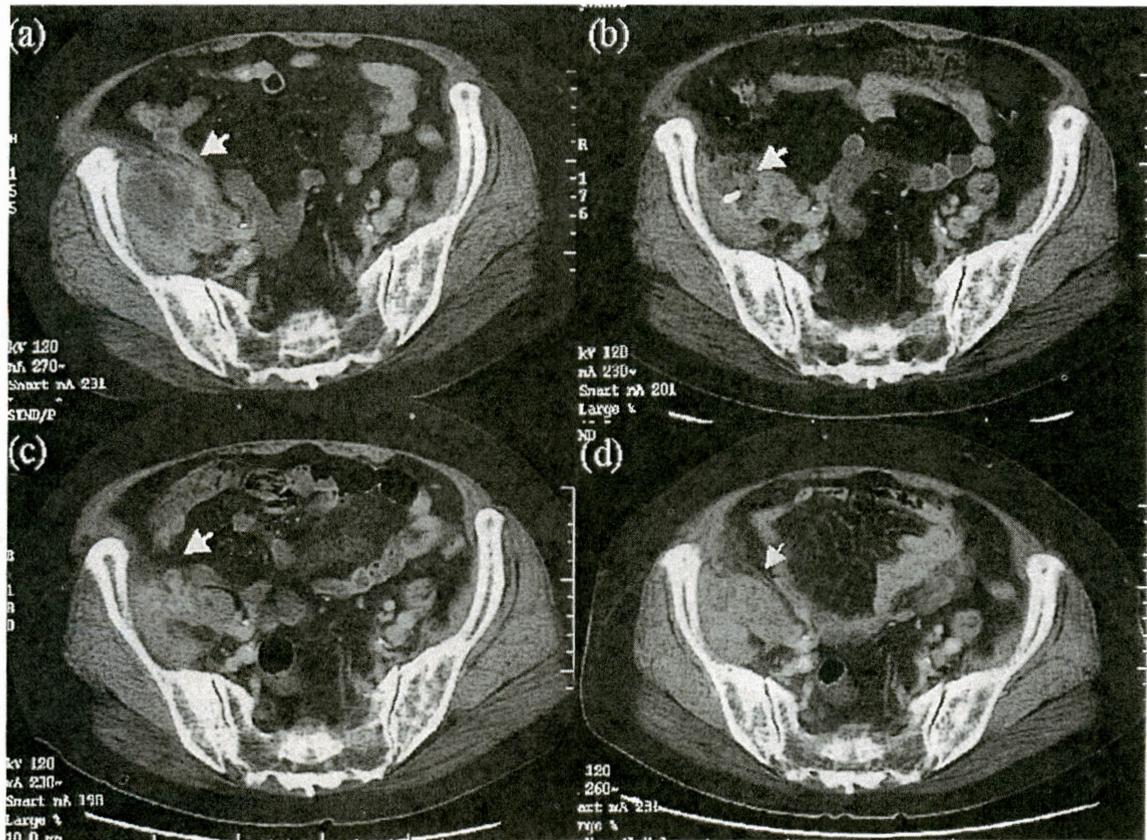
腹部CT (a) 右腸骨筋, 大腰筋へ進展する限局化された膿瘍を認める。(b) 経皮ドレナージ後, 膿瘍の縮小を認める。膿瘍内にドレナージチューブを認める。(c) ドレーン抜去後, 膿瘍はほぼ消失。(d) 前回と同様の部位に膿瘍を認める。
